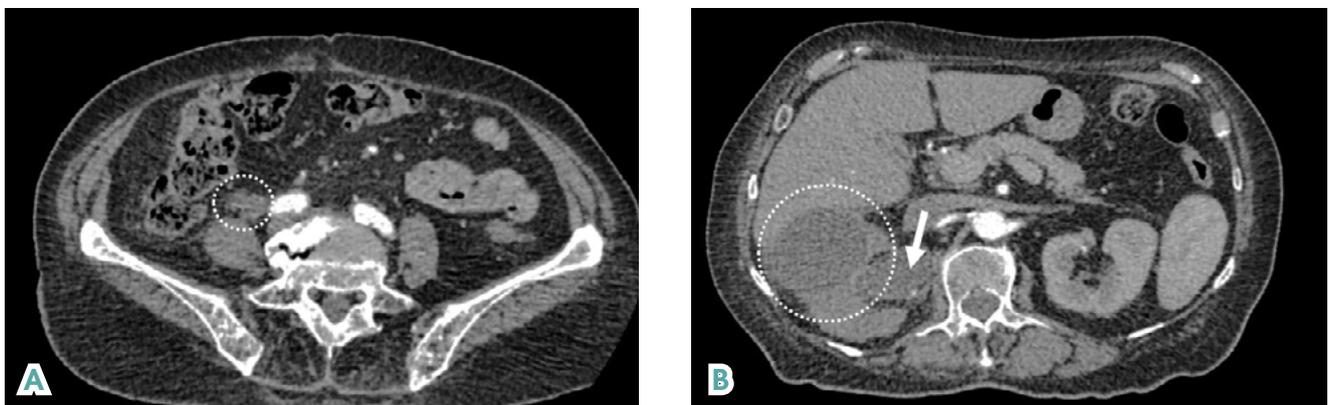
Компьютерная томография пациентки Д. 78 лет (артериальная фаза). А — опухоль нижней трети правого мочеточника, инвазирующая парауретеральную клетчатку (пунктир). В — гидронефроз справа (стрелка), карбункул правой почки (пунктир)
